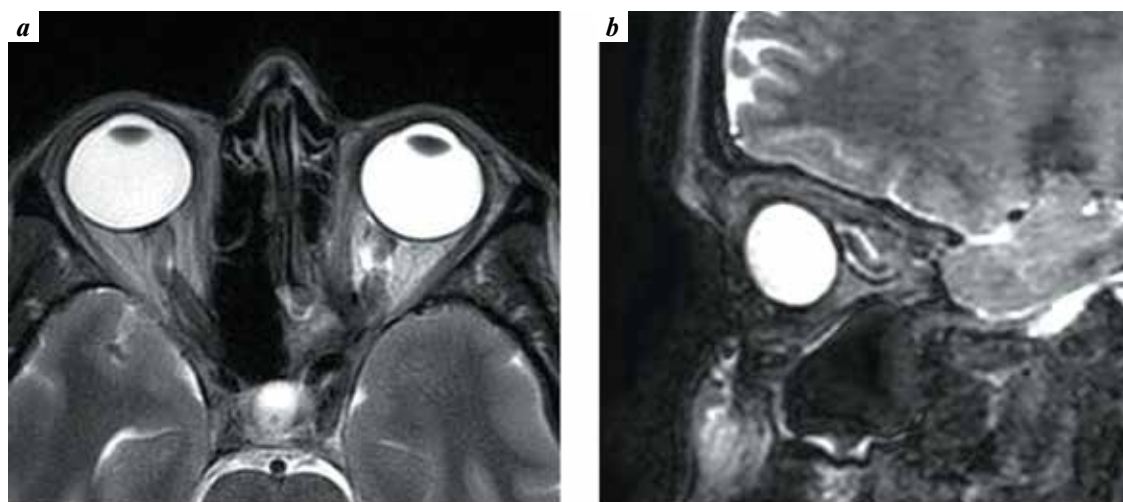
T2-weighted magnetic resonance imaging of the patient S. in 3 months after removal of the cavernous hemangioma of the apex of the left orbit: a – axial view; b – sagittal view
